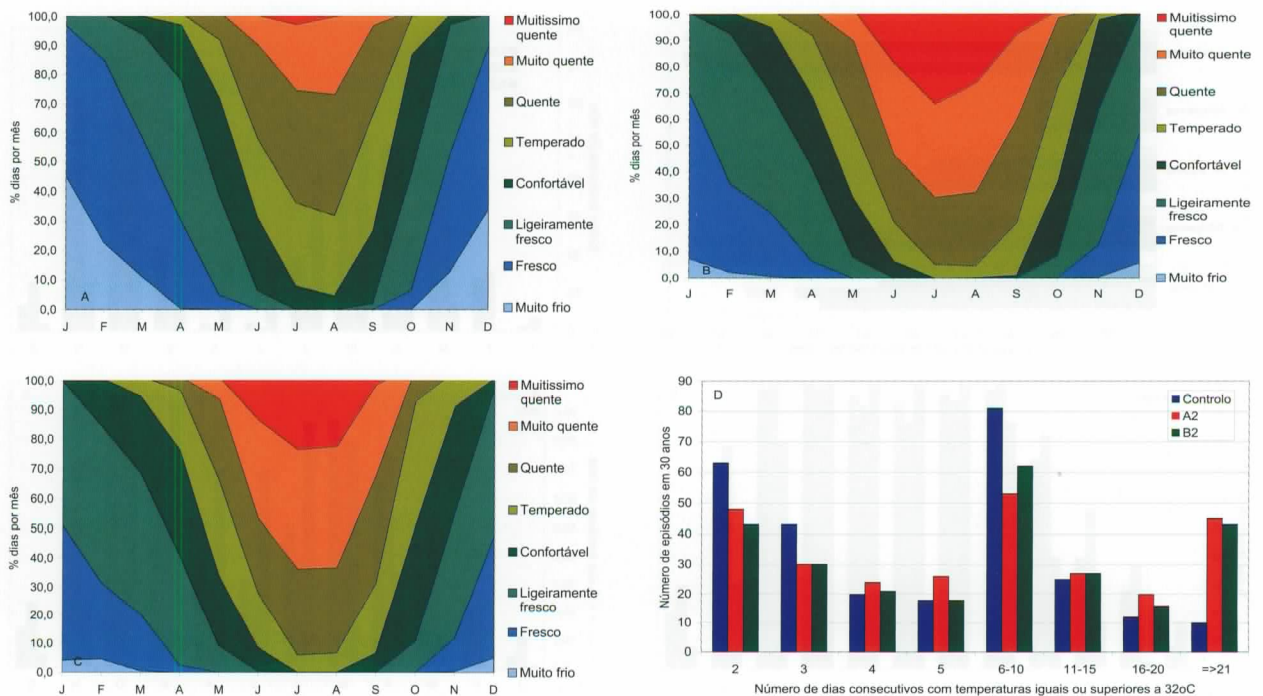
Faro: Níveis de conforto térmico e ondas de calor: (A) Cenário controlo; (B) Cenário A2; (C) Cenário B2; (D) Ondas de calor. Os níveis de *stress* térmico utilizados derivaram do índice PET (ver Tabela 6.4). Uma onda de calor é definida como um período de dois ou mais dias consecutivos nos quais a temperatura é igual ou superior a 32 °C. Dados climáticos do modelo HadRM3
